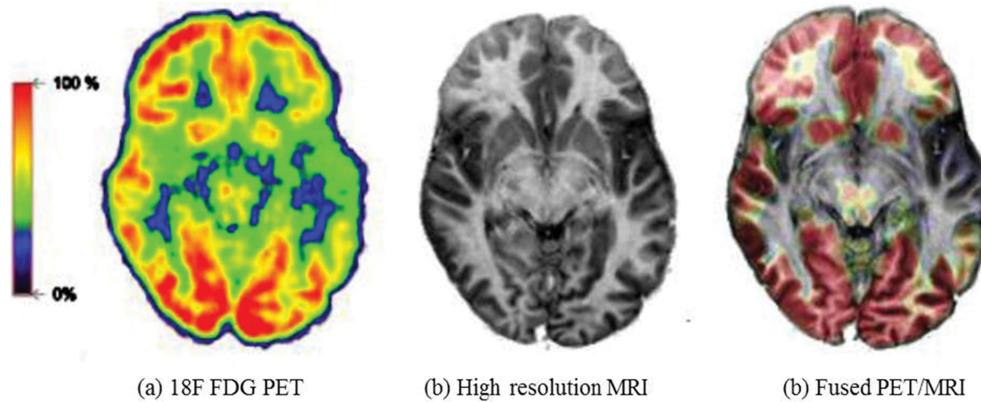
(Color online) Simultaneous PET/MR study in an epilepsy patient.
